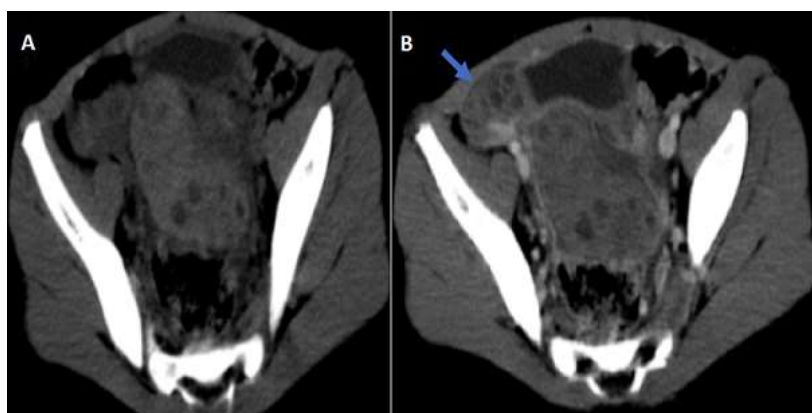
aspect typique de la torsion ovarienne gauche chez une enfant de 6 ans - TDM abdominale sans (A) et après contraste (B) montrant un ovaire gauche en position pelvienne latéralisée à droite, dépassant la ligne médiane contenant des zones spontanément denses, non modifiées après contraste, renfermant plusieurs formations kystiques à disposition majoritairement périphérique - ovaire droit d'aspect normal (flèche bleue)
